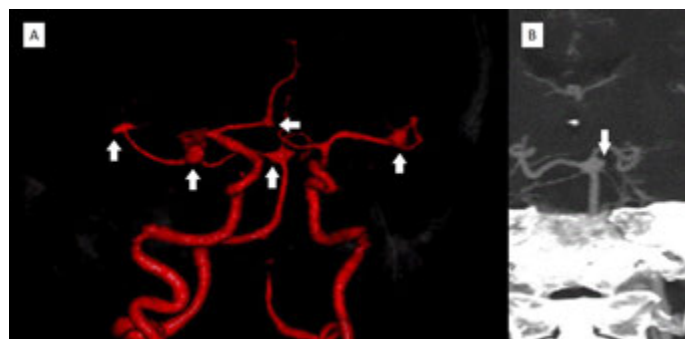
Case 16. CT Angiography showing the 5 aneurysms (arrows) of this patient. A. 3D reconstruction. B. A reconstruction of the maximum intensity projection (MIP) focusing on the left superior cerebellar artery aneurysm.
